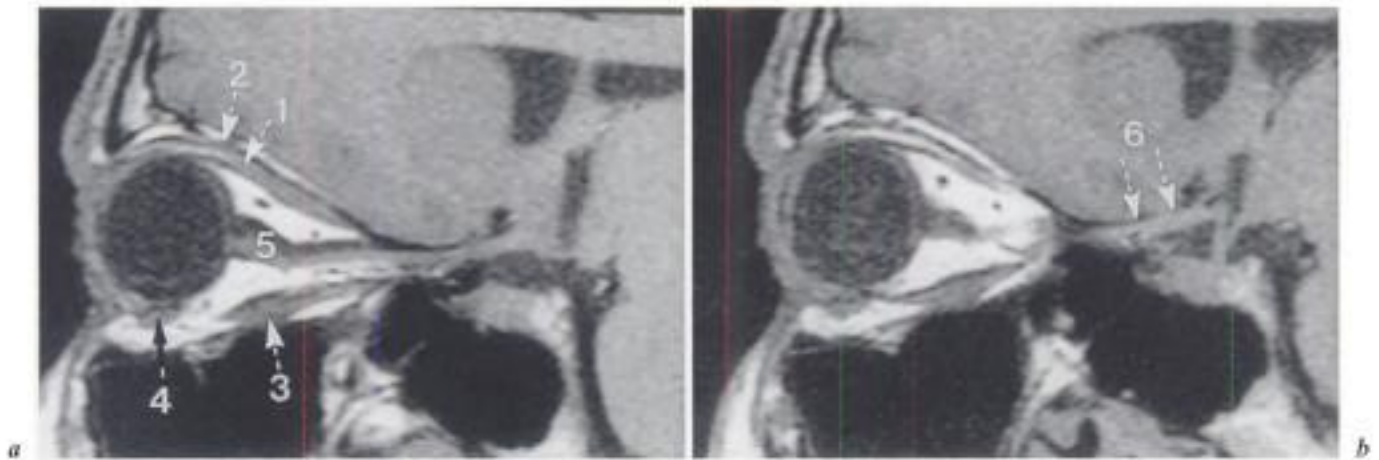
IRM en séquence T1 sagittale oblique (a et b).
